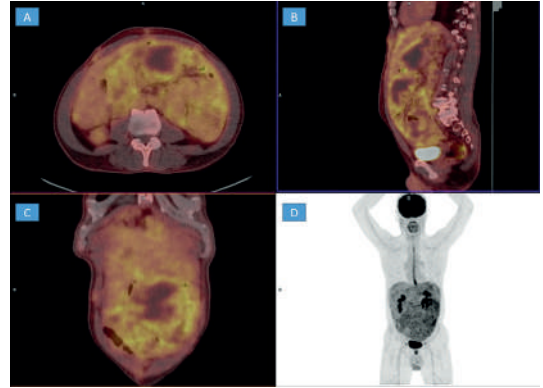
FDG PET/BT füzyon transvers (A), sagittal (B) ve koronal (C) görüntülerde yaygın karaciğer serozal implantları izlenmektedir (kırmızı oklar). Maksimum yoğunluk projeksiyonu (D) görüntülerinde, ekstrapitoneal hastalık ile uyumlu, sol hiler hipermetabolik lenf nodu izlenmektedir (mavi ok).
